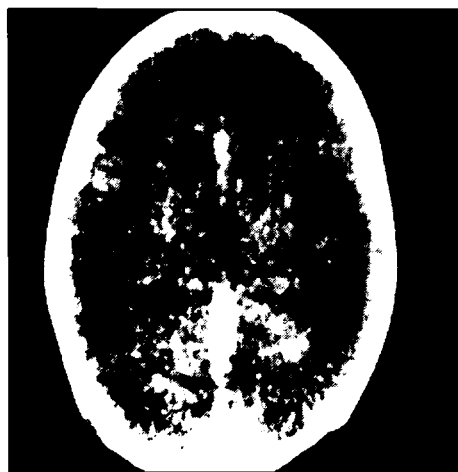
CT de crânio mostrando hemorragia em região da ampola de Galeno.
